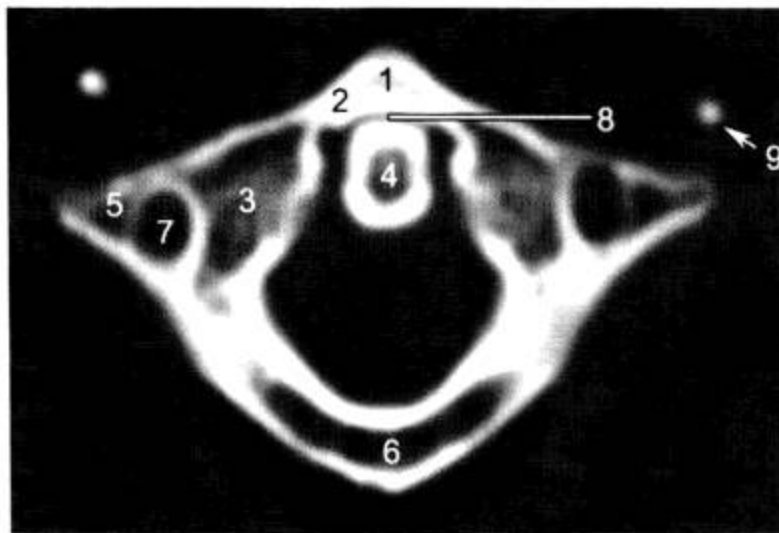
寰椎 CT 横断面 (窗宽 1 500 Hu, 窗位 400 Hu)
